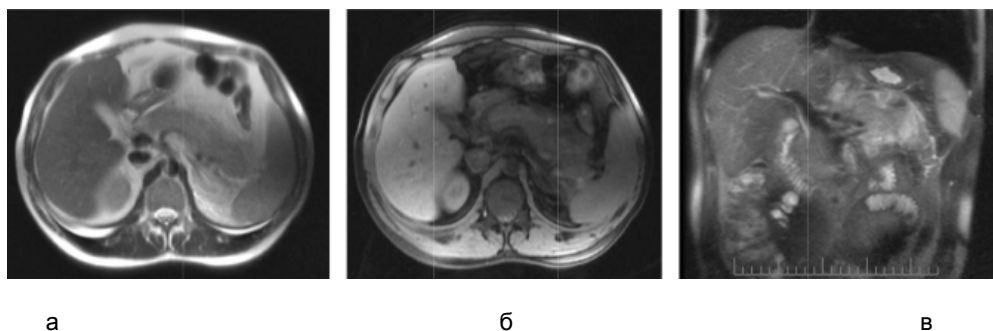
МРТ-картина острого панкреатита у пациента 25 лет. Изменение сигнальных характеристик паренхимы поджелудочной железы:
